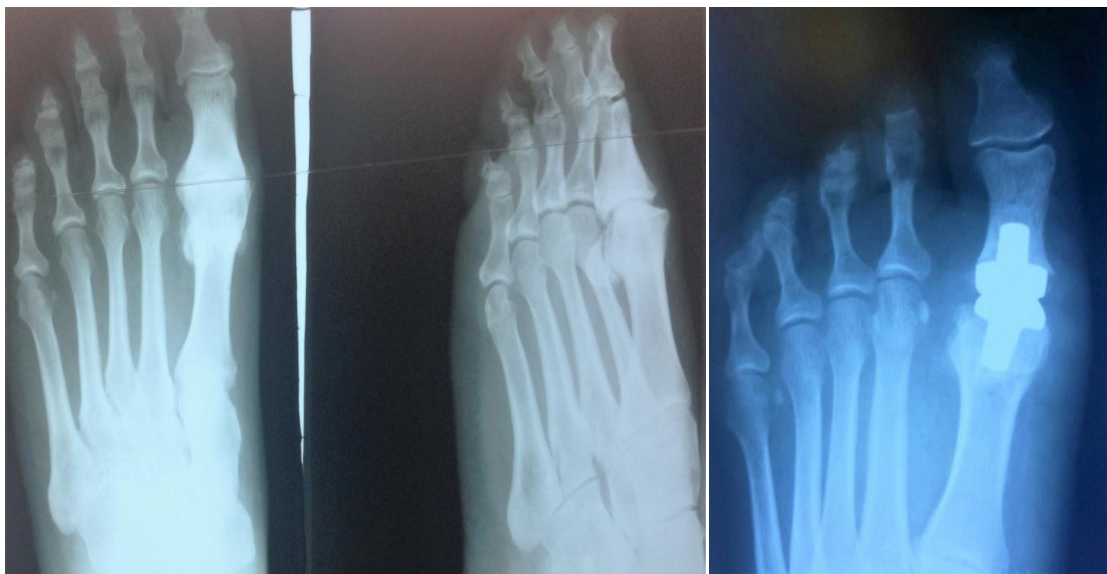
Рентгенограммы пациента до и после выполнения эндопротезирования ПФС I (срок наблюдения 6- 12 мес., эндопротез Моје).
